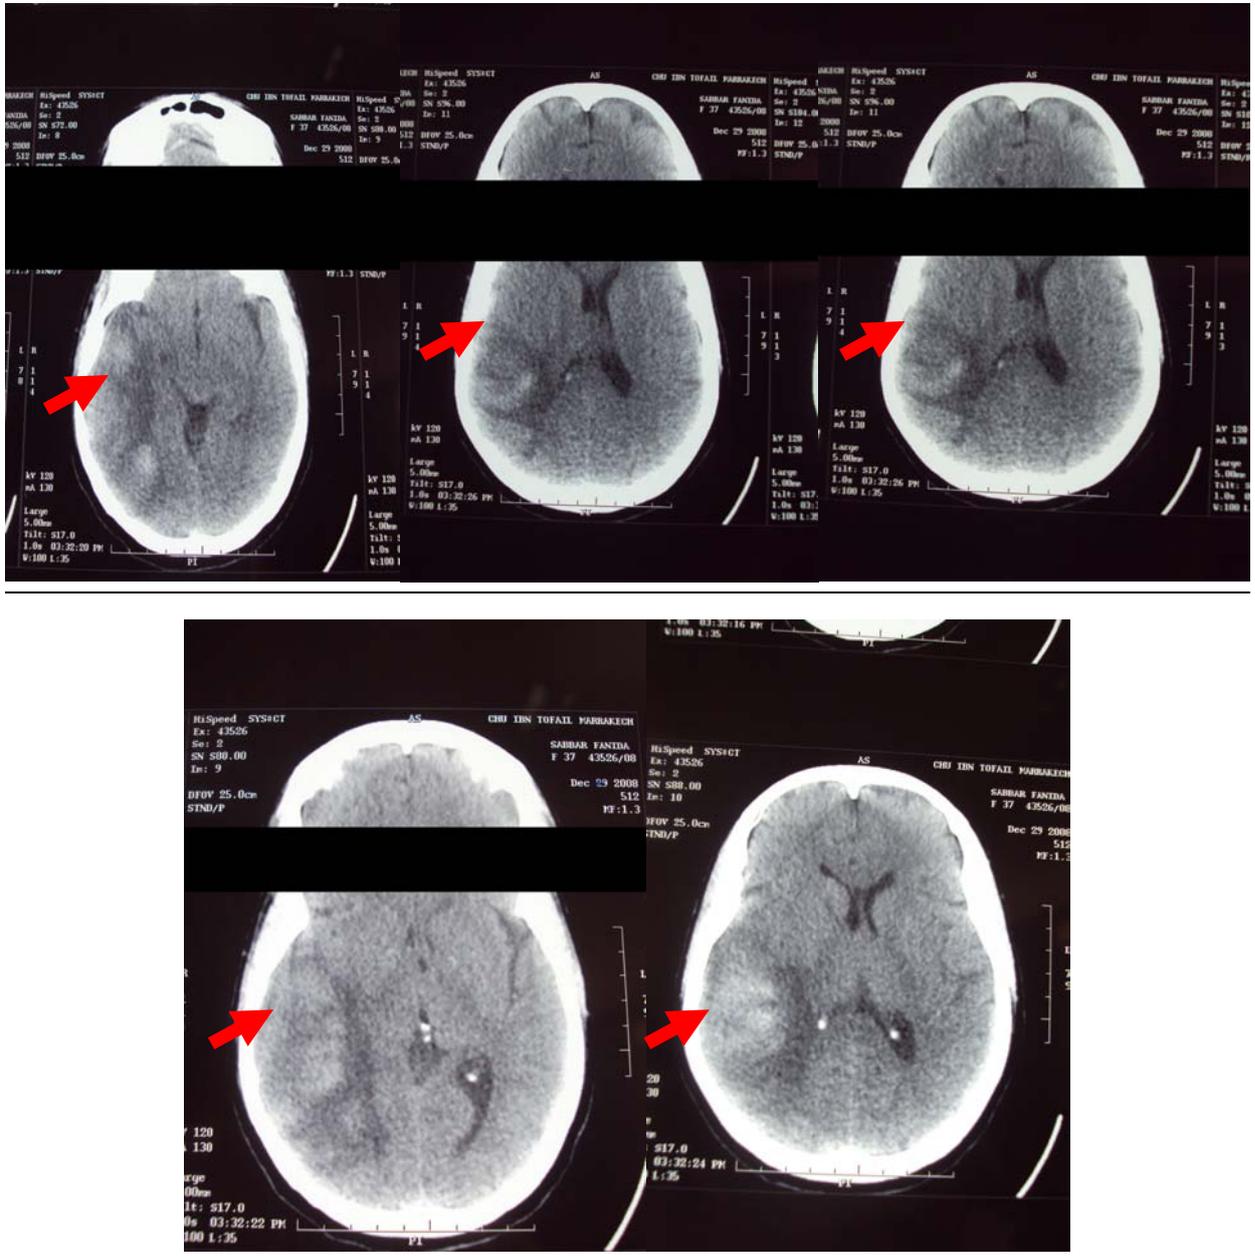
TDM cérébrale coupe axiale C- montrant une hypodensité temporo pariétale non systématisée avec un infarctissement hémorragique.
